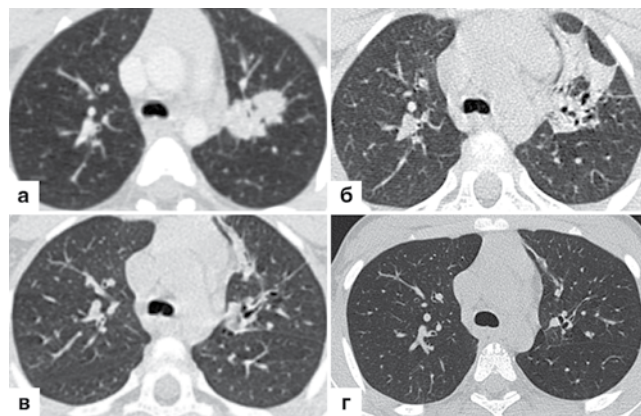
а, б, в, г. КТ ОГК пациента У., 6 лет: а) при выявлении туберкулеза; б) через 10 мес. химиотерапии по месту жительства (7 мес. по III стандартному режиму и 3 мес. по индивидуальному режиму); в) завершение лечения в ЦНИИТ (12 мес. по IV режиму); г) через 3 года после завершения лечения
